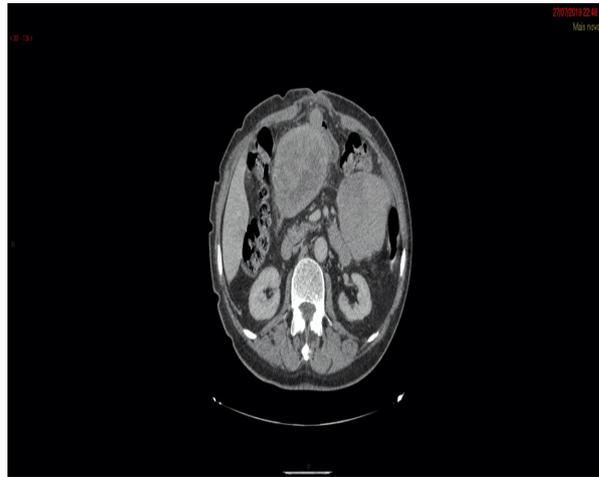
Corte axial de tomografia computadorizada de abdome 1 ano após a ressecção cirúrgica, evidencia recidiva tumoral. Notam-se múltiplas lesões sólidas expansivas heterogêneas intracavitárias, em meio às alças delgadas, as maiores no flanco esquerdo medindo 9,0 x 8,0 cm e no mesogástrio à direita medindo 8,0 x 6,0 cm
